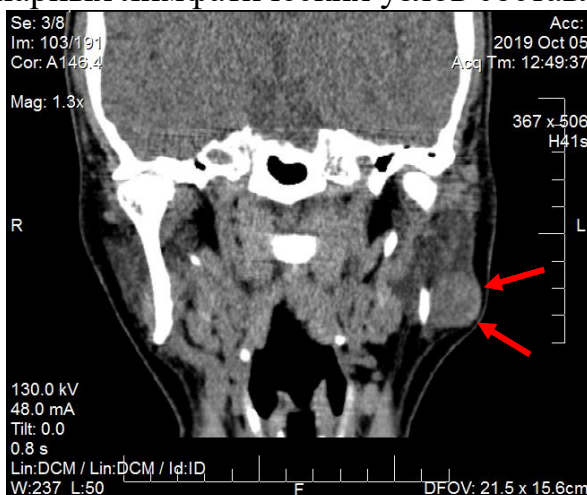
МСКТ-исследование плеоморфной аденомы (↑) левой околоушной железы, представленное в виде образования округлой формы, однородной структуры, с чётким контуром и ровными границами.
